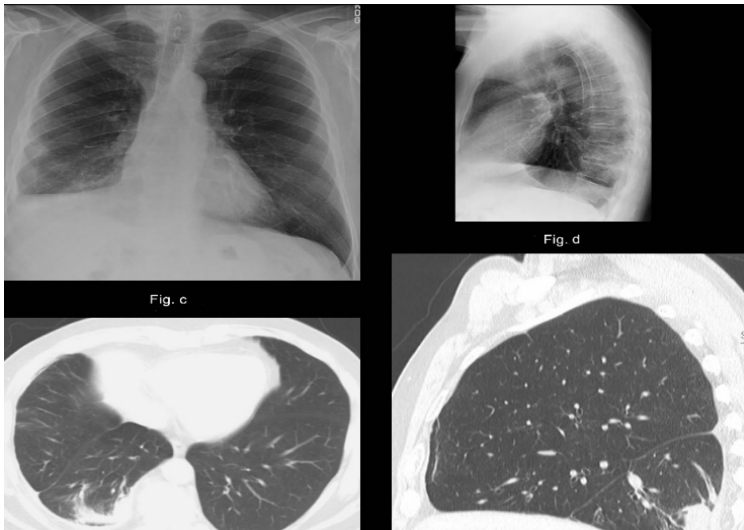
Округлий ателектаз. (а) Рентгенограма ОГК показує дифузне потовщення плеври справа з притупленням реберно-діафрагмальної борозни. У присередньому правому нижньому півтораку є підвищена
